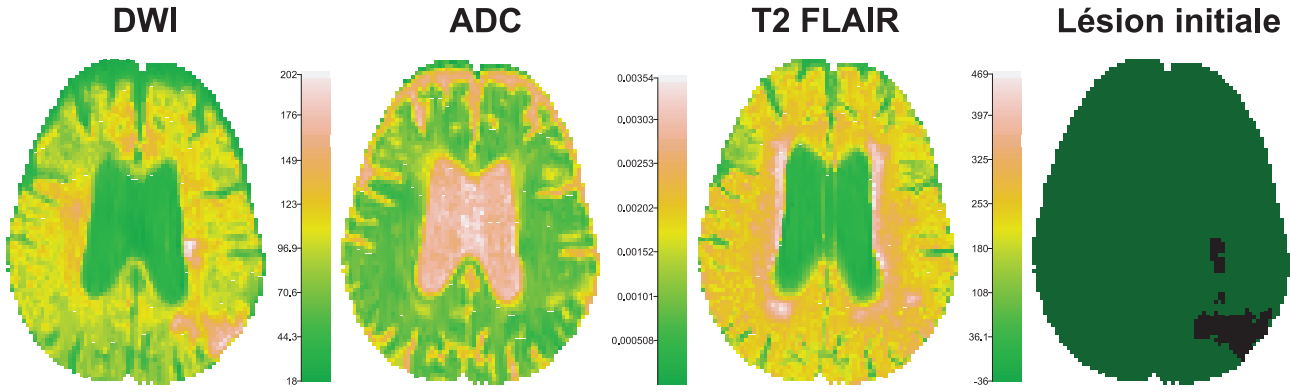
Paramètres caractérisant la lésion : séquence en diffusion (DWI à gauche et ADC au milieu gauche), séquence pondérée T2 où le signal du liquide a été annulé (T2 FLAIR au milieu droit) et la lésion finale (en noir à droite).
